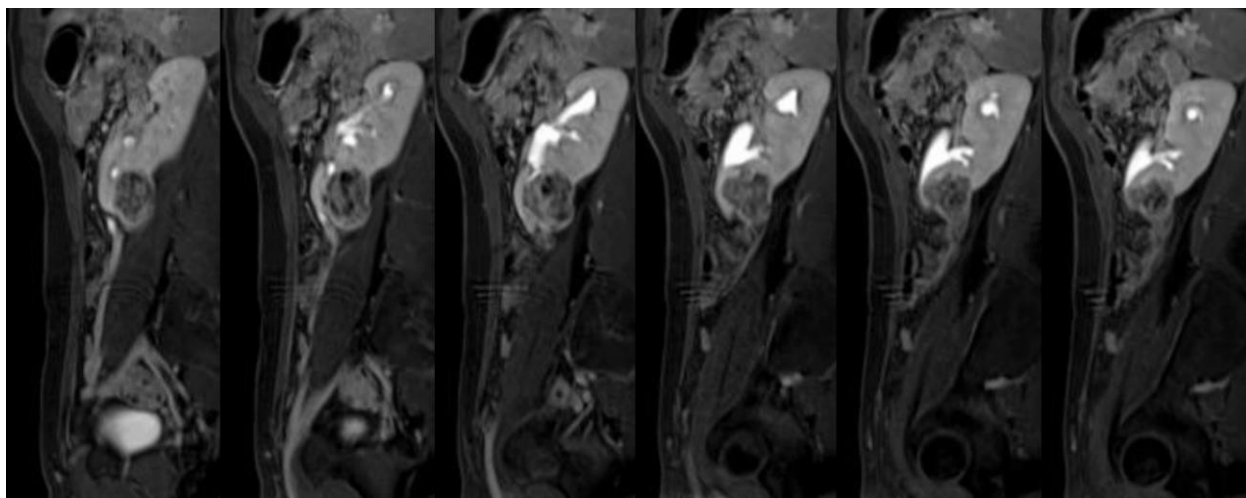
Сагиттальные сканы томографии пациентки X. до операции: опухоль нижнего сегмента компримирует лоханку и чашечки почки
